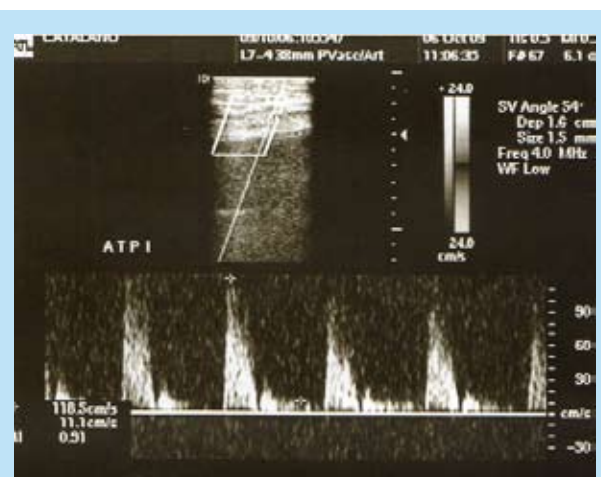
Doppler de controle
